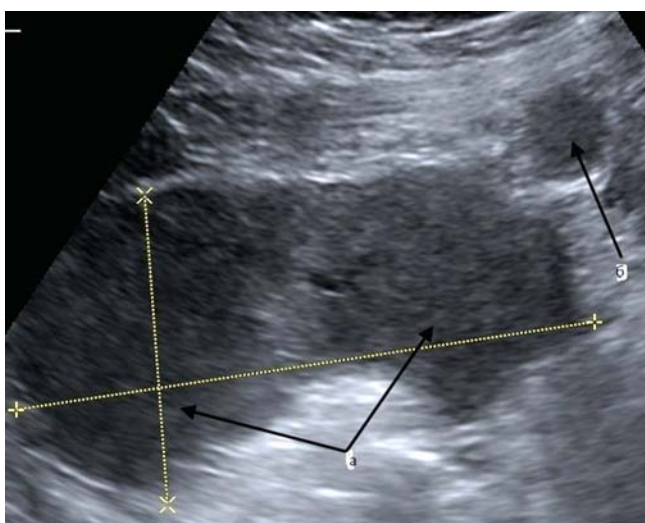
Ультразвуковая томограмма брюшной полости: 1. — а) наибольший узел в брюшной полости солидной структуры; б) над ним другое аналогичной структуры образование. 2. Определяются множественные солидные узлы по париетальной и висцеральной брюшине.
